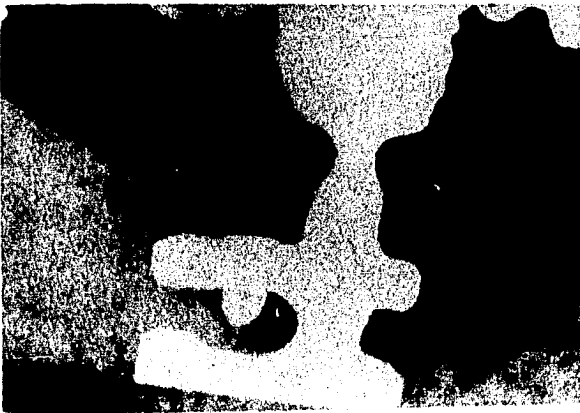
Esta radiografía tomada al cabo de 30 meses muestra como un implante FES modificado sostiene un puente de tramo largo.(2)
